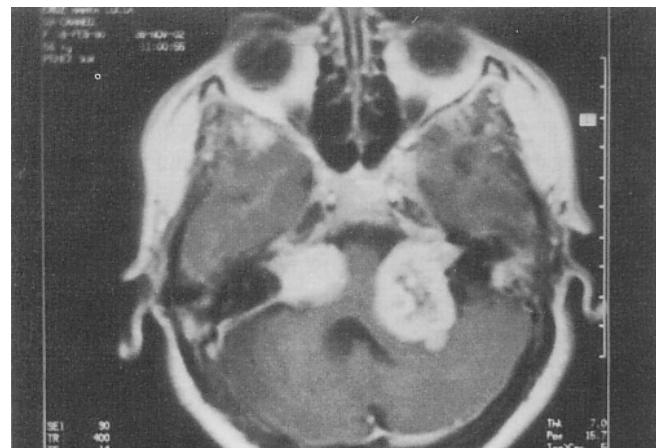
Corte axial de resonancia magnética nuclear de cráneo en donde se observan lesiones tumorales extraxiales bilaterales, hiperintensas, a nivel del ángulo pontocerebeloso.
